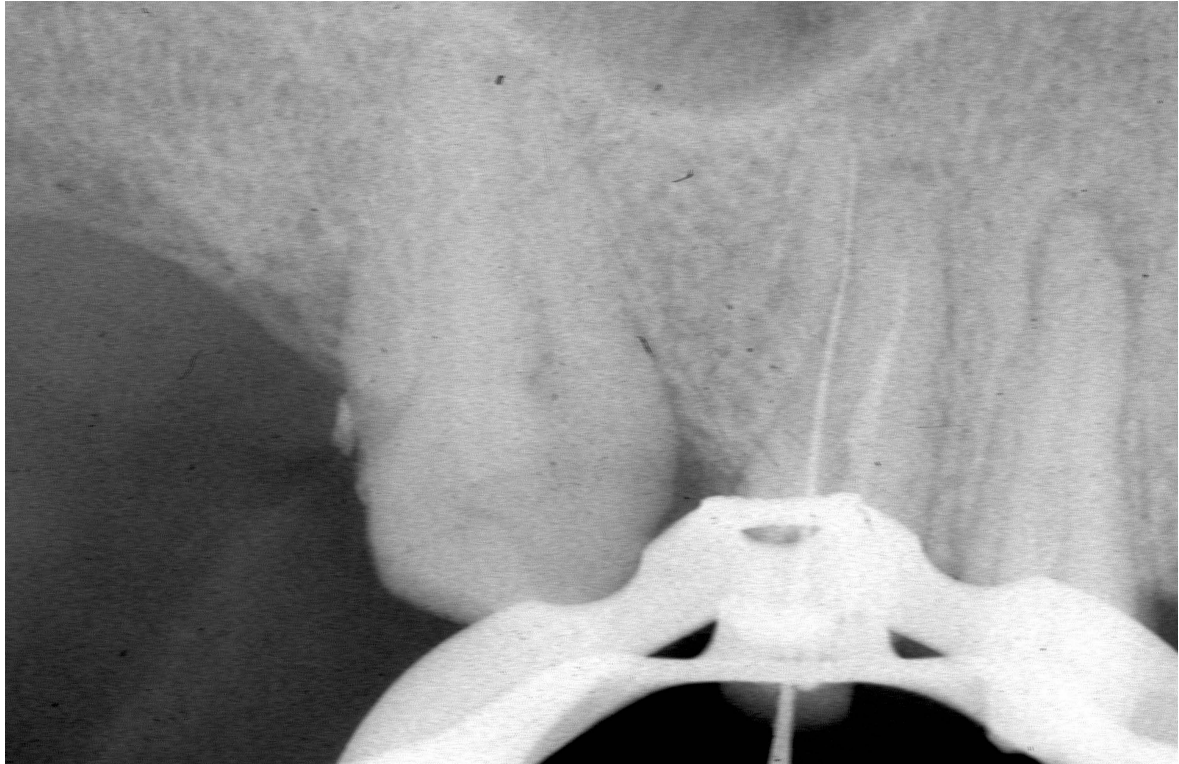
Röntgenologische Darstellung der Via falsa mittels in die Perforation vorgeschobenem Silberstift nach erfolgter Stiftenentfernung aus Zahn 15 und WF-Revision an Zahn 14 (06.05.1998).
